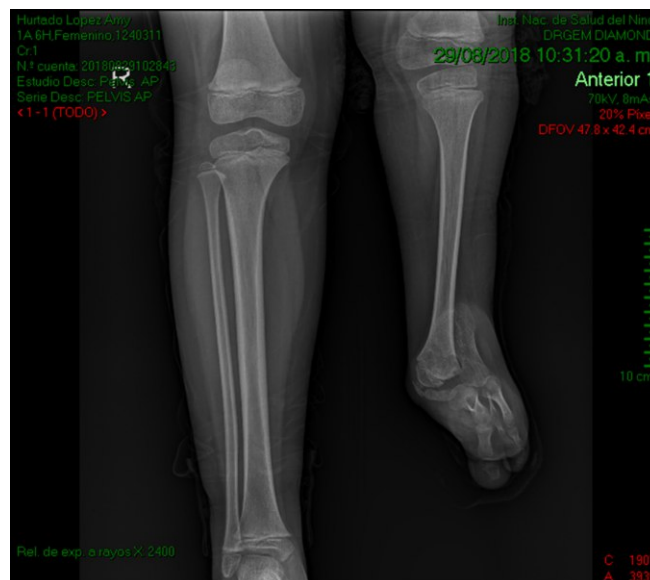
Características clínicas y radiológicas de los pacientes. (A) Radiografía de las extremidades inferiores que muestra hipoplasia tibial, aplasia fibular y oligosindactilia en la pierna izquierda.
